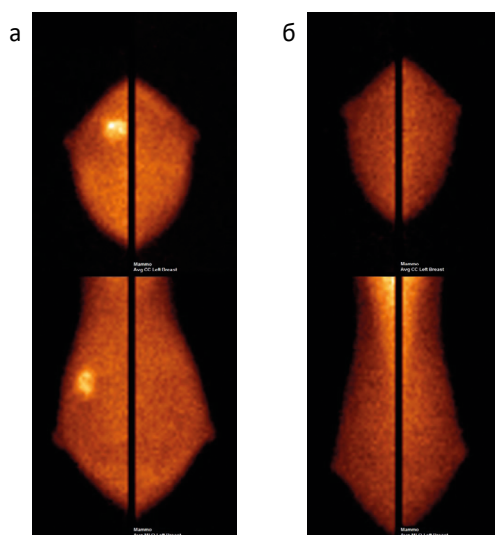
Пример полного скинтиграфического ответа первичной опухоли: а — маммосцинтиграммы до начала терапии; б — маммосцинтиграммы после 2 циклов неoadъювантной химиотерапии
